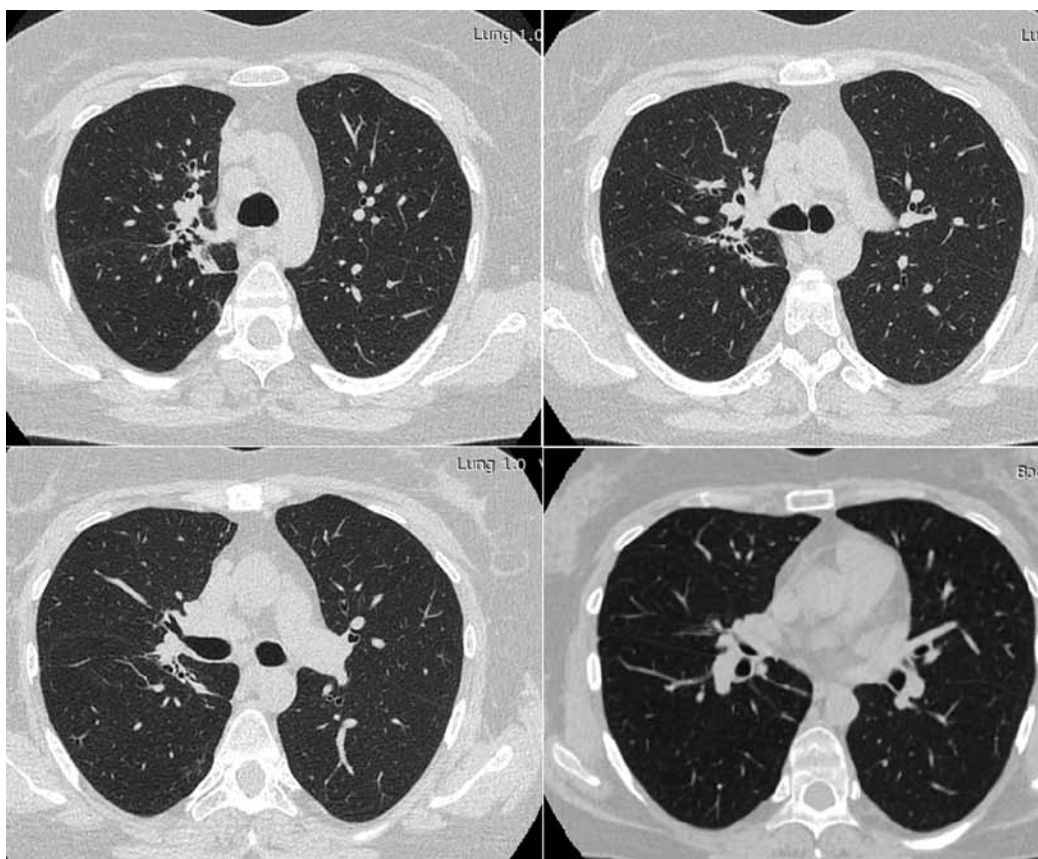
КТ ОГК больной Р. от 14.07.2015 г. – в С₂ верхней доли правого легкого сформировалась зона пневмоцирроза с наличием расширенных бронхов, стенки которых утолщены; сохраняется уплотнение междолевой плевры и локальный пневмофиброз в С₅ и С₁₀; внутригрудные лимфатические узлы (подоортальная группа) уменьшились до 16,0 мм
